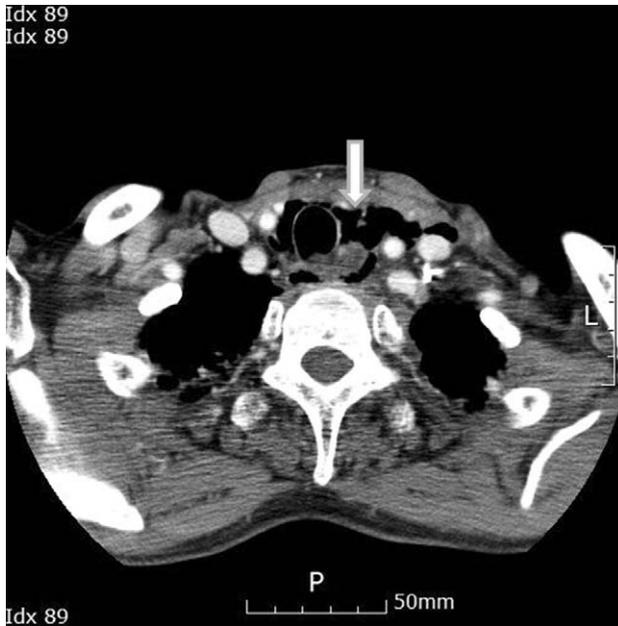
Contrast enhanced CT scan shows pneumomediastinum with deep neck emphysema (arrow). No definite visible wall defect at esophagus and trachea.
